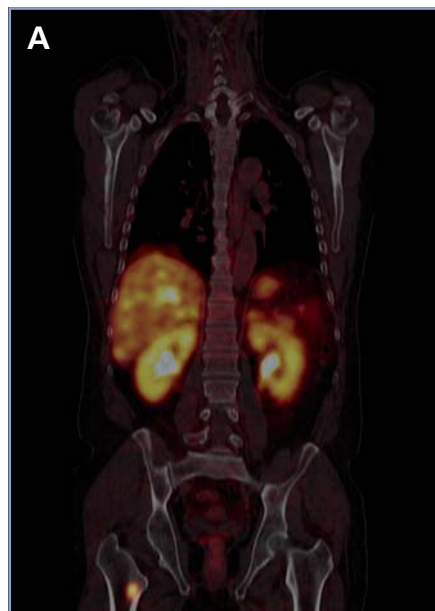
PET/CT con Ga⁶⁸ DOTATATE, imagen fusionada (A) e imagen CT (B) coronal. Metástasis ósea en el fémur derecho de tumor neuroendocrino, no visualizada en imagen de tomografía computada.
